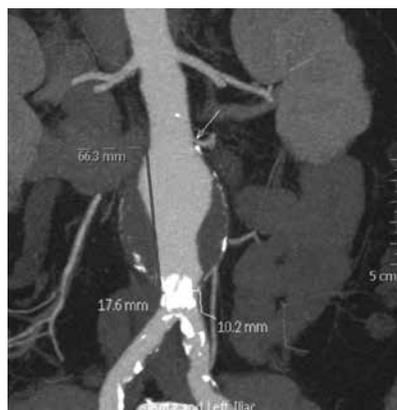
Аневризма брюшного отдела аорты (КТ-ангиография)
